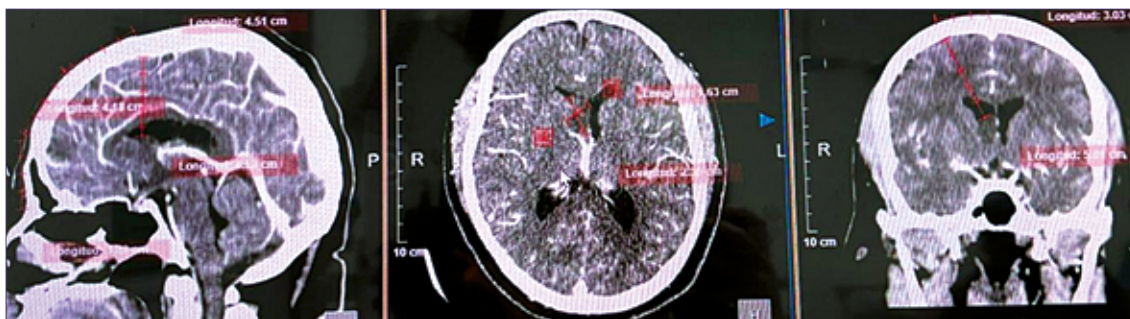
Visualización de lesión intraventricular en estudio de angiotomografía, sin captación de contraste, poco vascularizada, de localización en cuerno ventricular frontal derecho.
